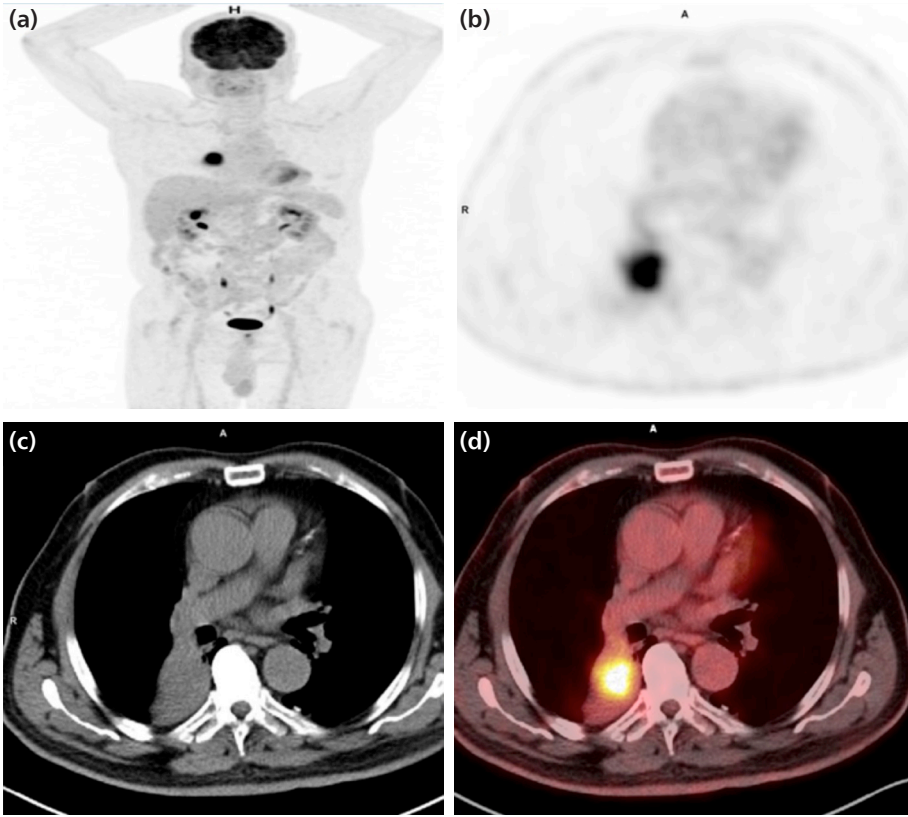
Sağ akciğerde sağ ana bronşu totale yakın sarak medialde subkarinal alana uzanım gösteren posteromedialde vertebra komşuluğu plevral yaprakları invaze ederek kostal plevral yüze uzanım gösteren ortası kaviter görünümde etrafında yoğun artmış FDG tutulumu gösteren 6x7x5 cm boyutlarında kitle lezyon (SUVmaks: 32.7) izlenmekte olup, her iki akciğer parankiminde kalsifik sekel/ enflamatuar parankimal hadiseler gözlenmiş, uzak metastaz saptanmamıştır. PET görüntülemesi baz alınarak metabolik aktif yerinden alınan transbronşial biopsi sonucu SCC gelen hasta T3N0M0 olarak kabul edilmiştir. (a) 3D MIP görüntüsü (b) BT, (c) PET, (d) PET/BT Füzyon görüntüleri.
